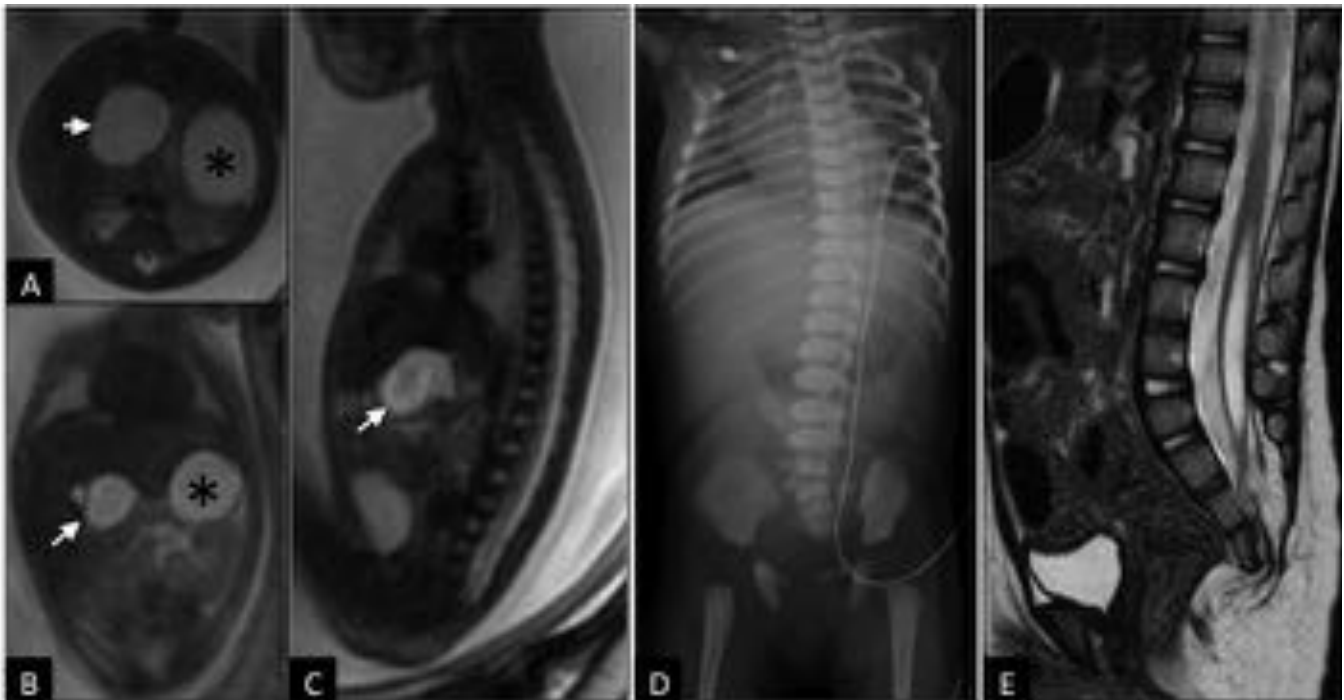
Asociación VACTERL. RM en feto de 30 semanas de gestación. A. Axial T2 SSFSE, B. Coronal T2 SSFSE y C. Sagital T2 SSFSE. Dilatación del duodeno proximal (flecha blanca) y estómago (*) (signo de la “doble burbuja”). También existe polihidramnios. Estos hallazgos son consistentes con atresia duodenal. Evaluación postnatal. D. Radiografía convencional y E. RM de pelvis, sagital T2 SSFSE. Anomalías vertebrales múltiples, síndrome de regresión caudal y médula anclada con cavidad hidrosiringomiélica.
